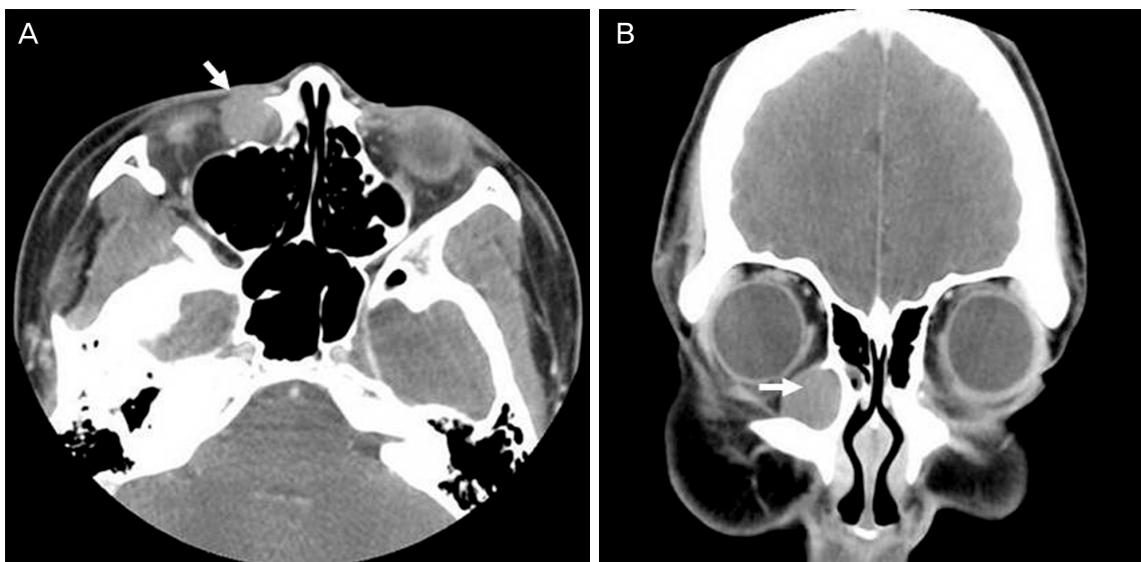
Axial (A) and coronal (B) scans of the contrast-enhanced orbital CT show a  $16 \times 18$  mm sized, well-demarcated, non enhancing, low density mass (white arrow) in the lacrimal sac area of the right eye.
